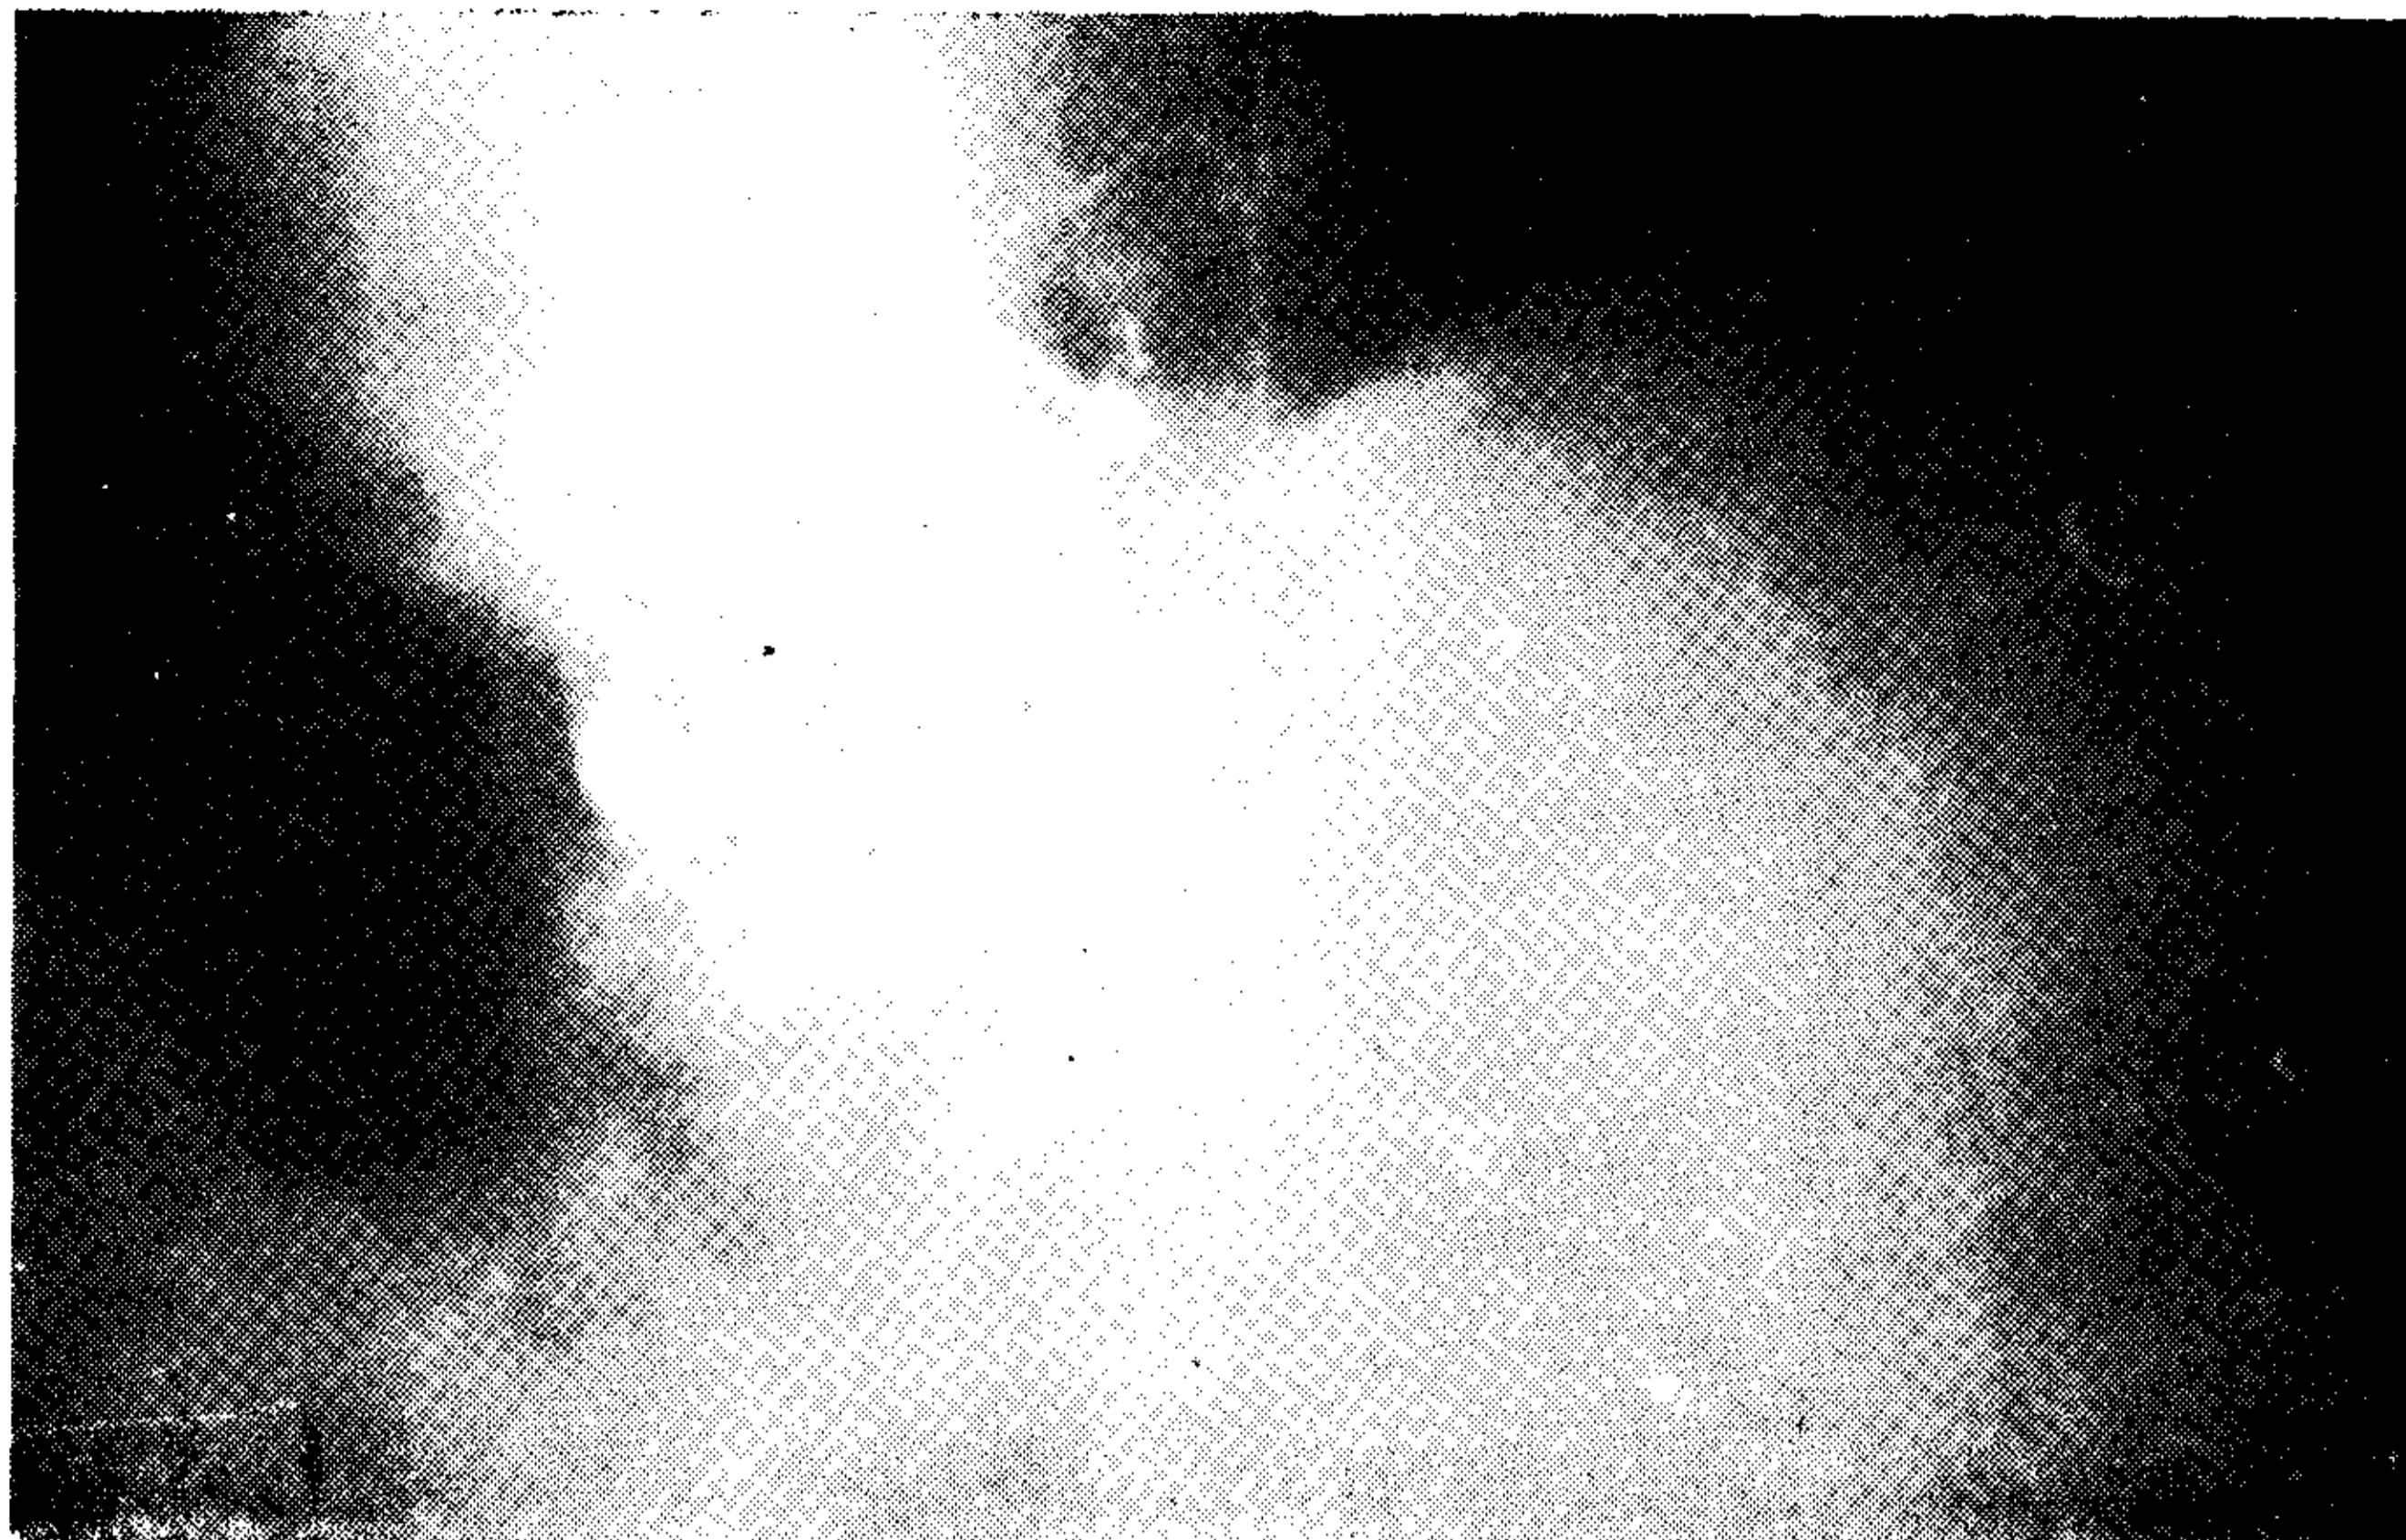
Radiografía obtenida del paciente M. O. de 48 años. En el centro el marcapasos en cuyo alrededor transcurre el electrodo para finalmente, a la izquierda de la columna vertebral por sobre el diafragma izquierdo, introducirse en el tórax al ventrículo derecho.
